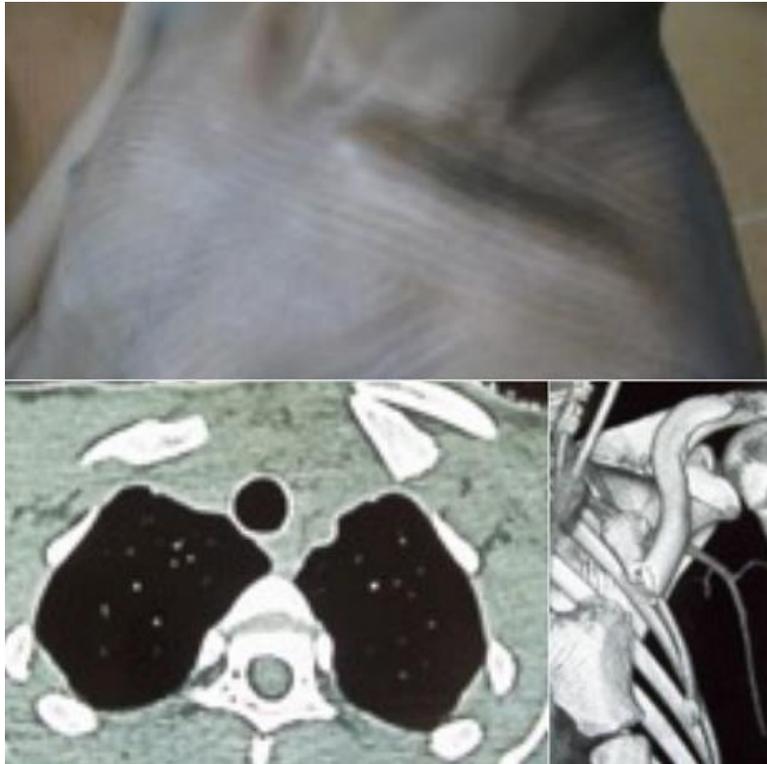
Forme associée à une fracture ipsi-latérale de la clavicule gauche: aspect clinique avec une saillie antérieure et dédoublement postérieur. TDM: fracture avec retournement clavicule sur elle-même et effet de masse sur le dome pleural. Aspect en 3D
